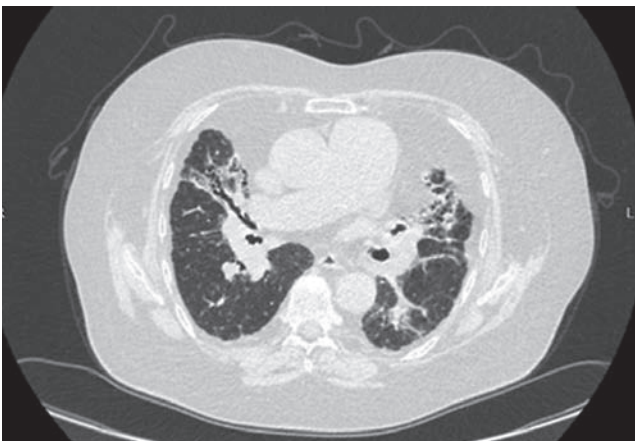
Computer tomography scan of the chest after 24 and 32 months of antifibrotic therapy
